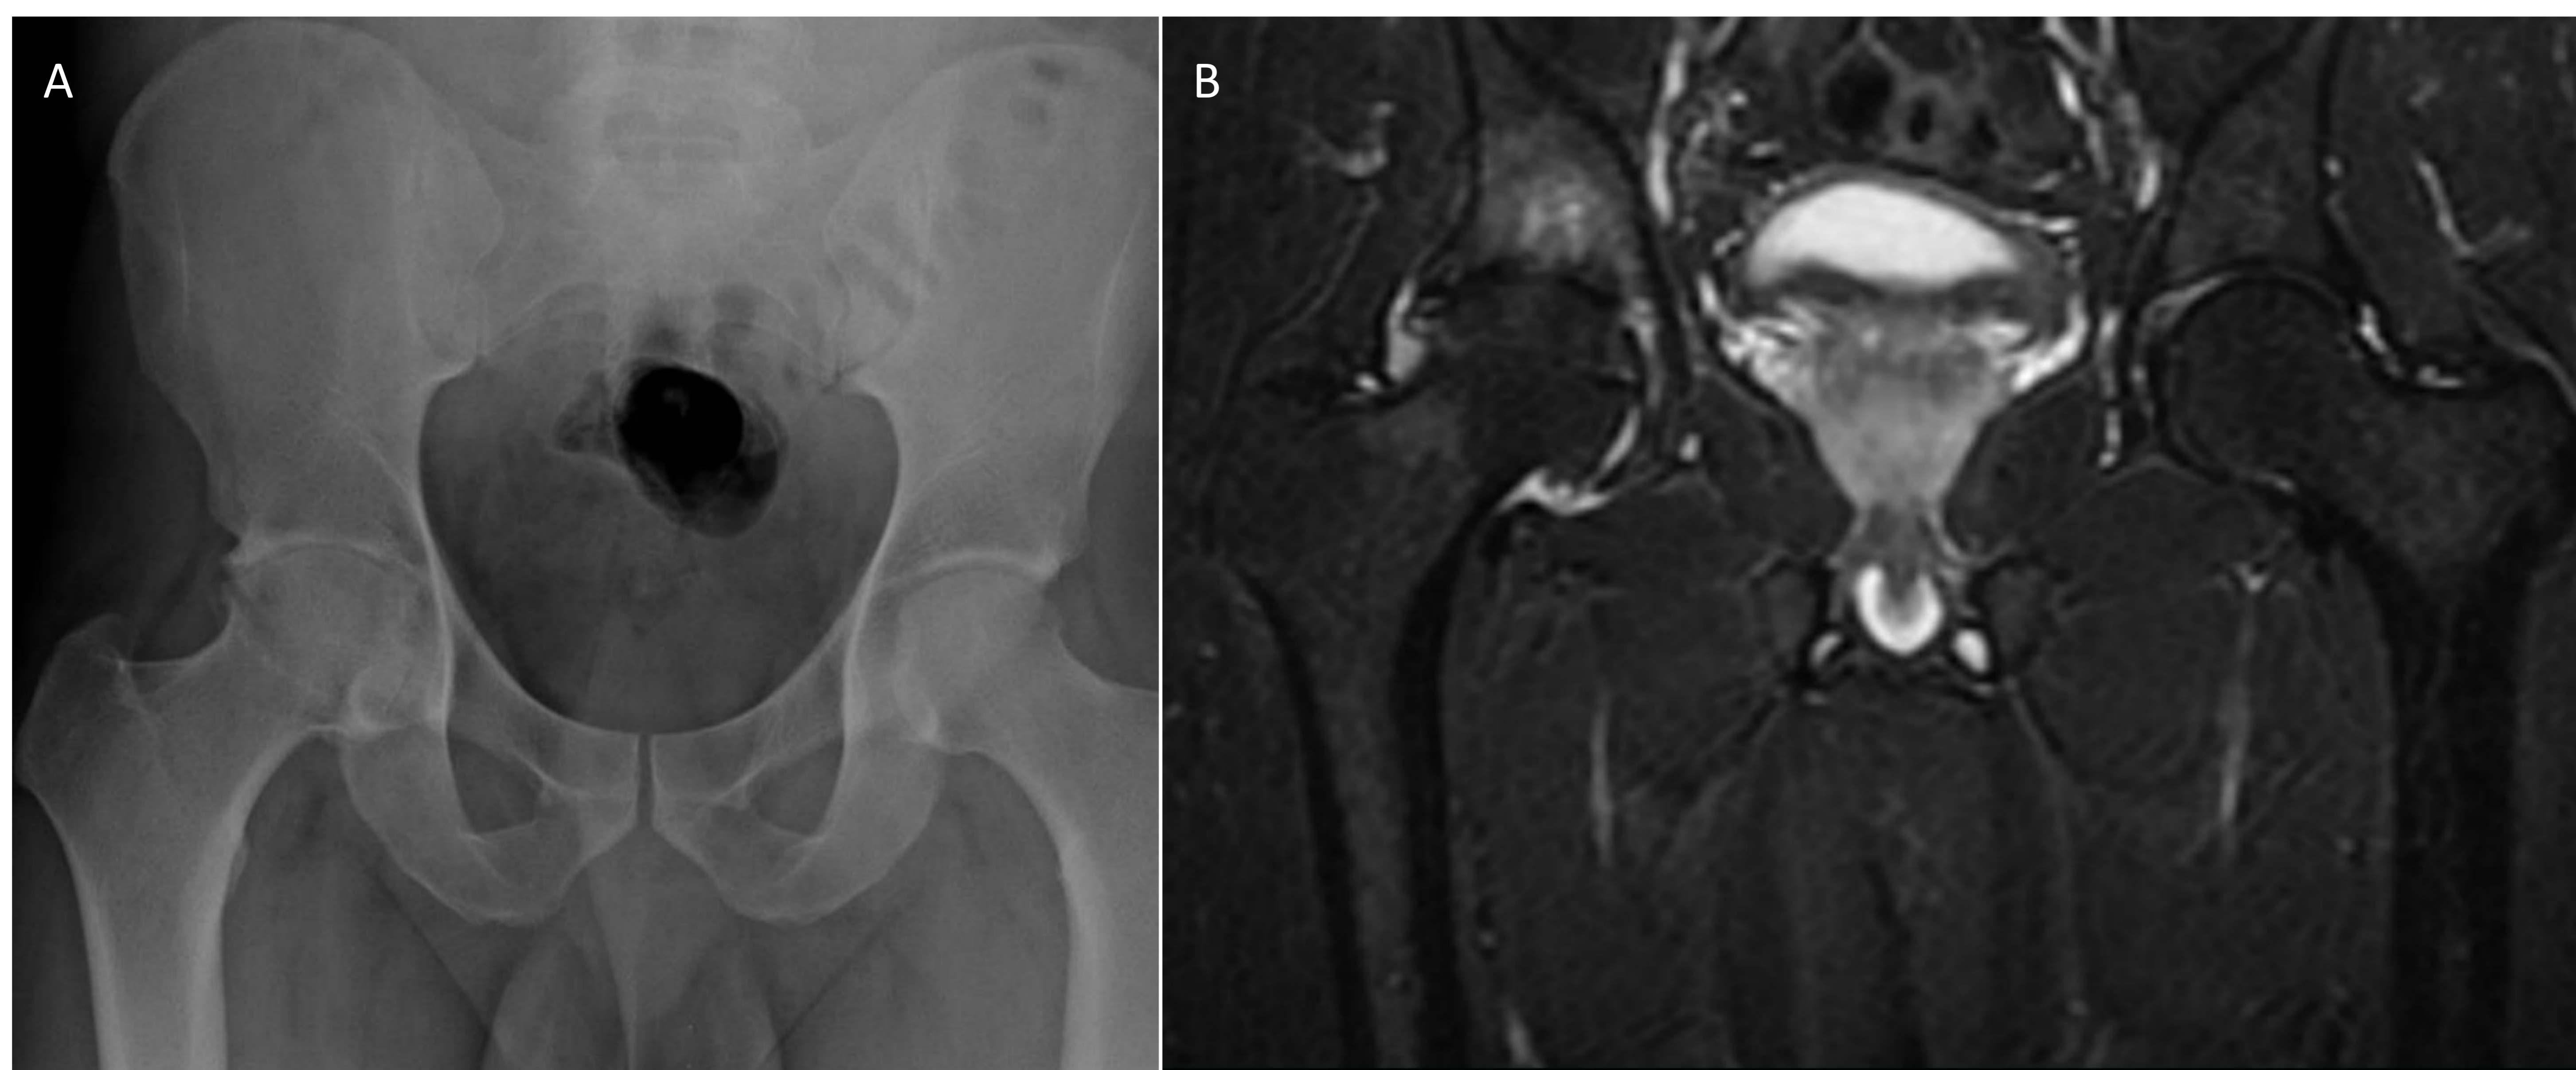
Reacción al estrés. Radiografía de pelvis AP en paciente atleta joven con coxalgia derecha que muestra disminución del espacio femoroacetabular sin clara línea de fractura (A). Estudio de RM con secuencia potenciada en densidad protónica (DP) con saturación de la grasa (B) en el que se identifica edema óseo en cabeza femoral derecha con edema de partes blandas adyacentes asociado y sin evidencia de trazo de fractura, compatible con una reacción de estrés secundaria a un impingement femoroacetabular tipo mixto.
